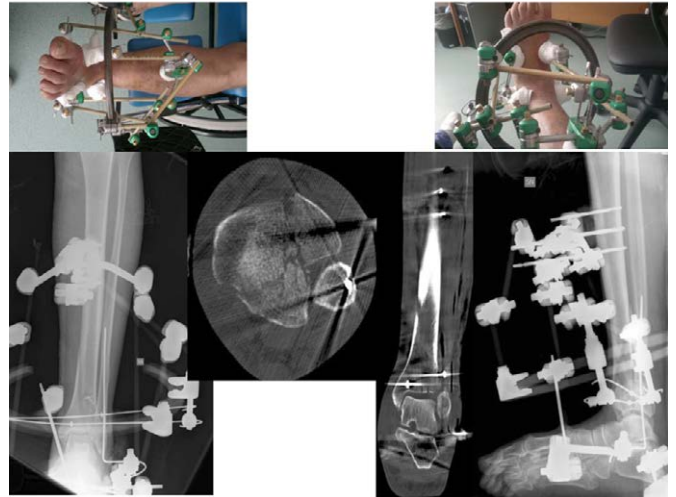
aspetto clinico e controllo radiografico con dettaglio CT del piano articolare post operatorio
